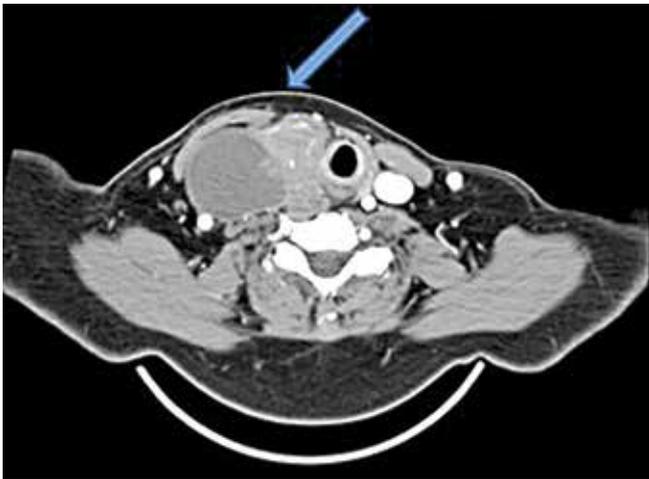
Компьютерная томография мягких тканей шеи с контрастным усилением пациентки К. от 13.04.2022
